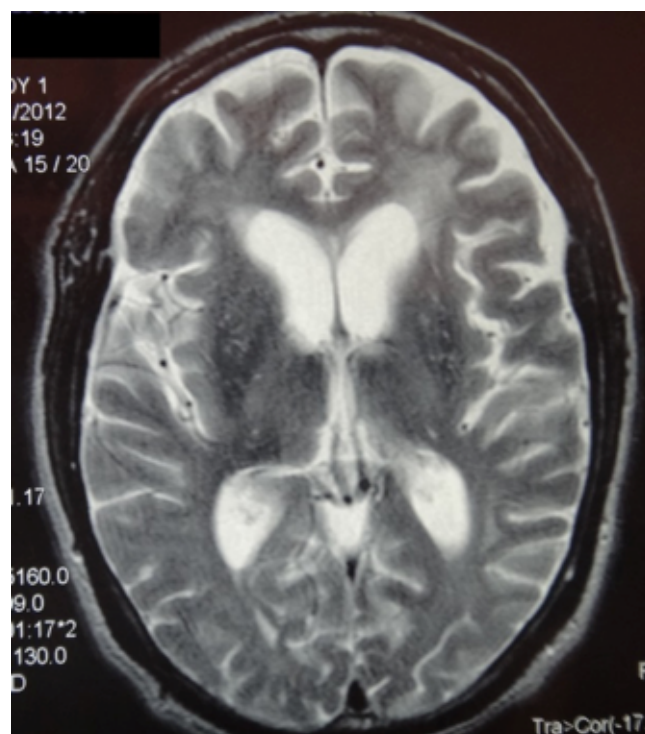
Enríquez, G (Fotógrafo) 2012. Resonancia magnética craneal en secuencia T2 realizada ocho meses posterior a la intoxicación con CO. La imagen muestra lesiones hiperintensas a nivel de ganglios basales. Recuperado de: expediente clínico del paciente.
